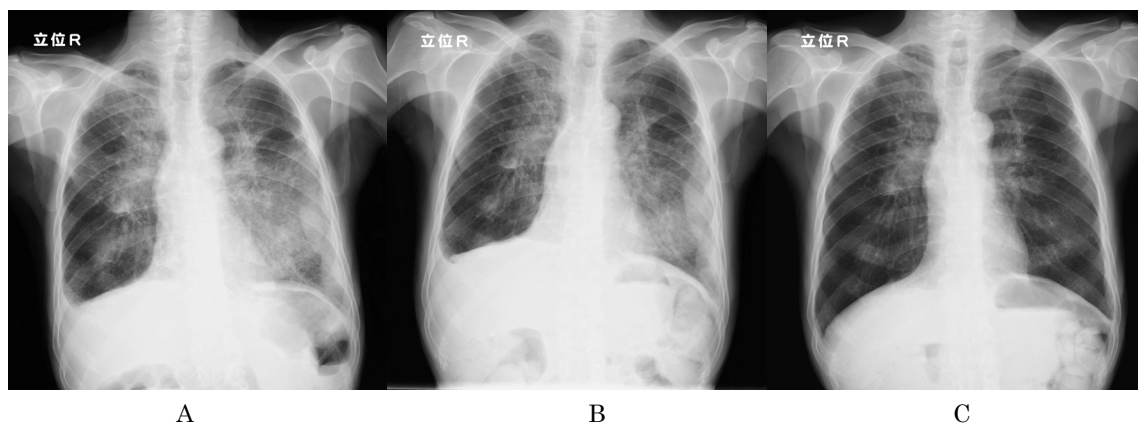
(A) Chest X-ray at the onset of interstitial pneumonia (B) Chest X-ray one week after the start of therapy (C) Chest X-ray two weeks after the start of therapy
